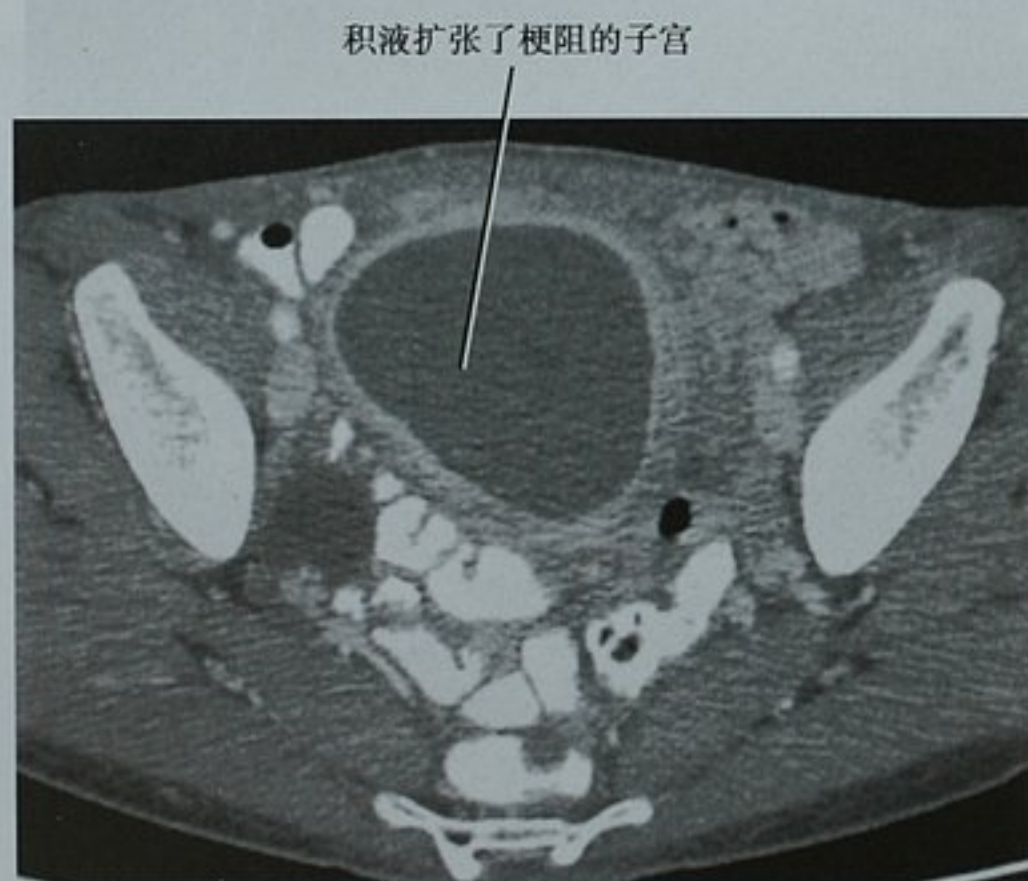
CT 显示的子宫颈癌。盆腔横断面 CT 图像显示子宫颈管的恶性梗阻所致的子宫积血。该征象在 CT 上较子宫颈肿物本身更常见
